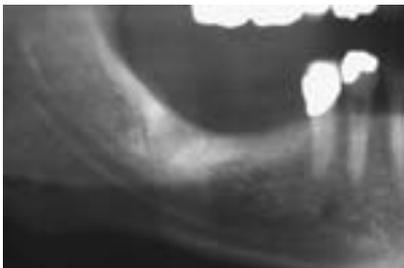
Ausgangssituation mit Verlust der Zähne 46, 47. – Abb. 8: CT-Darstellung. – Abb. 9: Schnittführung und horizontale Knocheninzision.
